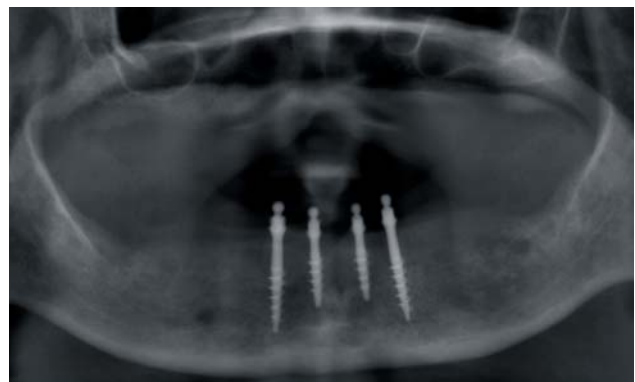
Röntgenologische Kontrolle nach Ende der Einheitszeit.
